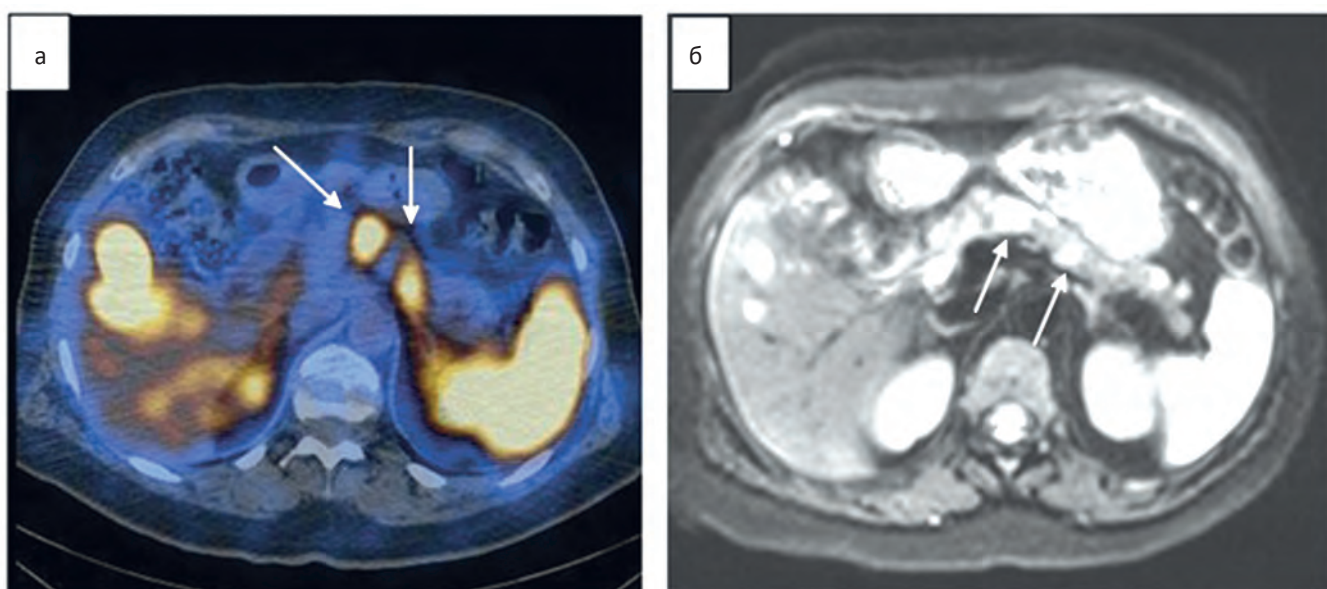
Сравнение ОФЭКТ/КТ и МРТ. а — ОФЭКТ/КТ в аксиальной проекции; б — МРТ в аксиальной проекции в режиме ДВИ. В теле и хвосте поджелудочной железы отмечаются очаги патологического накопления РФЛП. При сравнении с МРТ они соответствовали зонам повышенного сигнала на ДВИ (стрелки)
